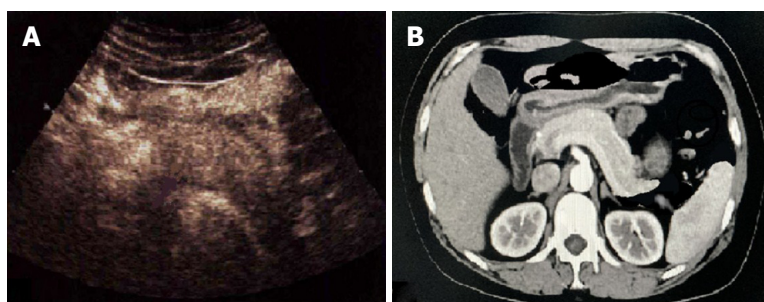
治疗后影像学检查. A: 治疗后, 超声造影显示胰腺轻度肿大, 未见血流灌注异常区域, USSI = 1分, 提示治疗效果显著; B: 治疗后, 增强CT显示胰腺轻度肿大, 未见血流灌注异常区域, CTSI = 1分, 提示治疗效果显著. USSI: 超声造影严重指数; CTSI: CT严重指数.
